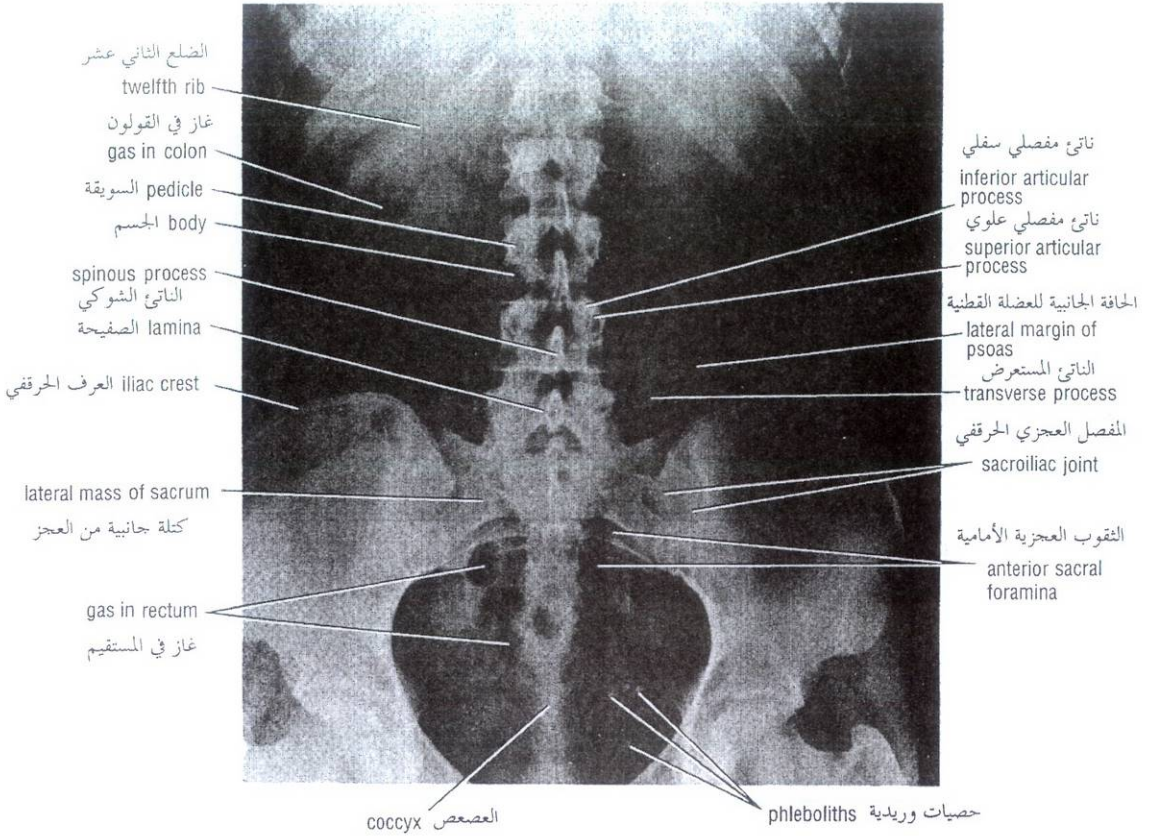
Anteroposterior radiograph of the lower thoracic, lumbar, and sacral regions of the vertebral column.
